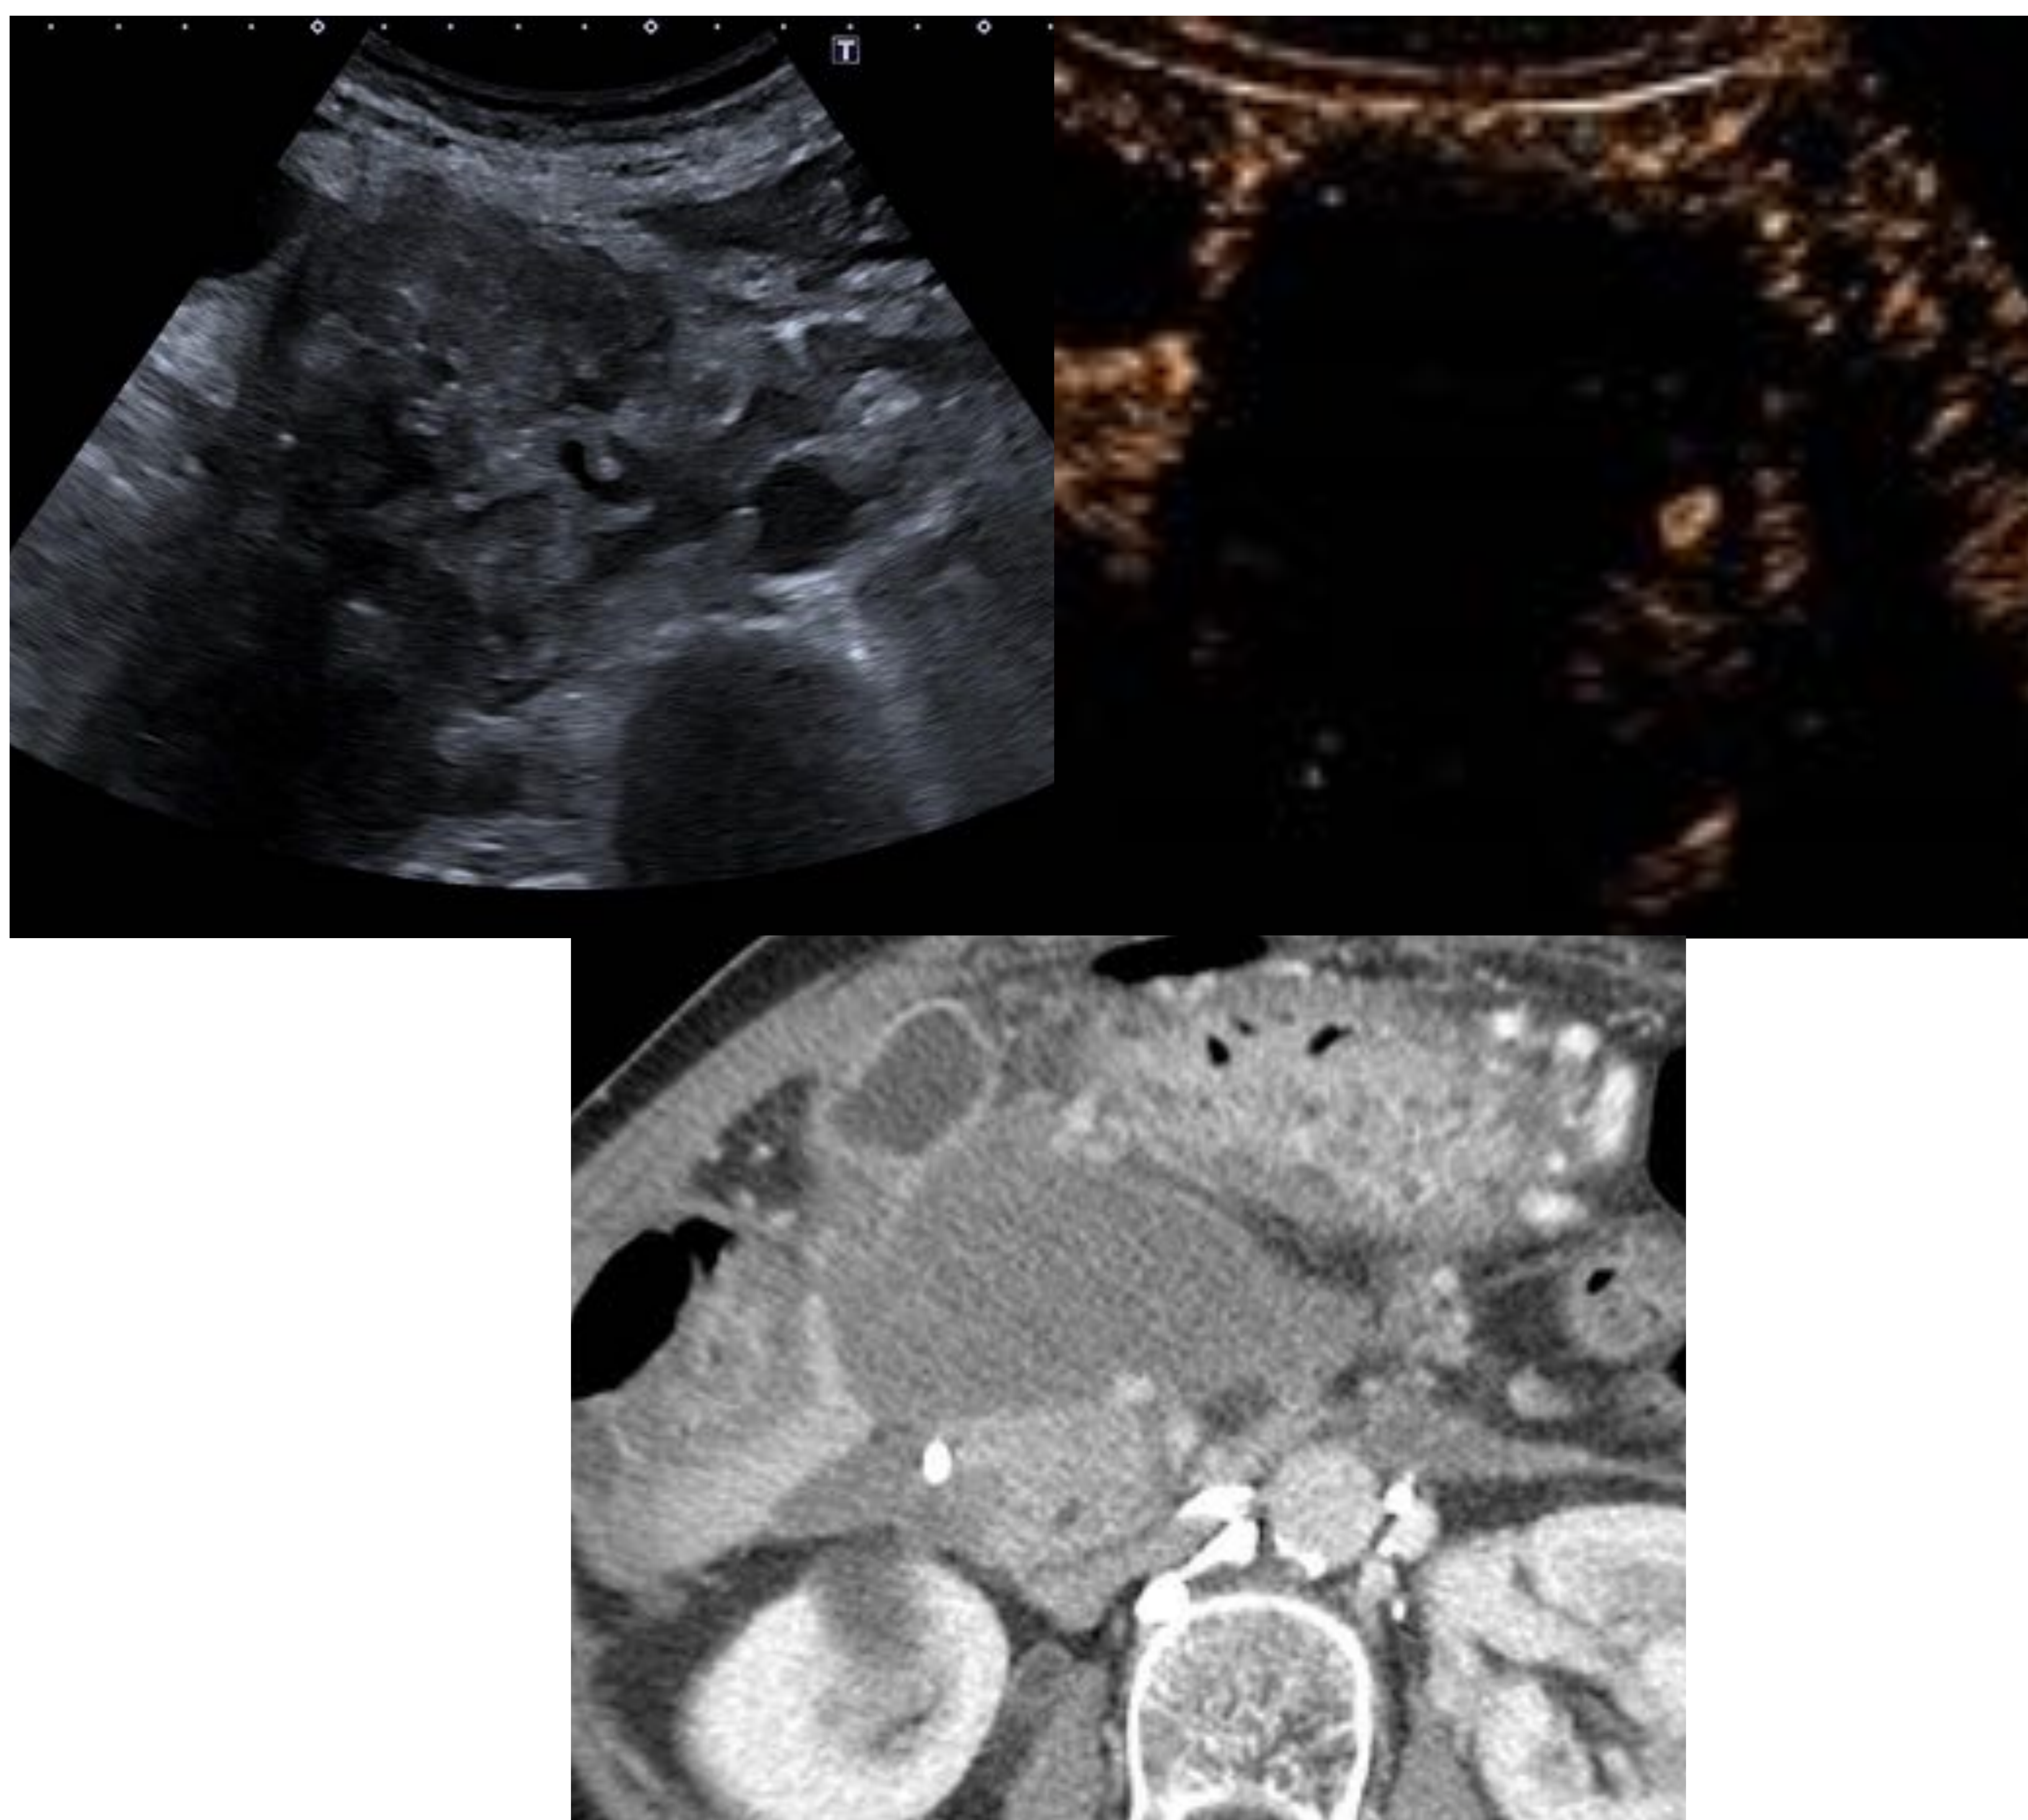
La ecografía con contraste mejora la delimitación de las colecciones necróticas con mucho componente sólido. *Correlación con TC con contraste iv.*
